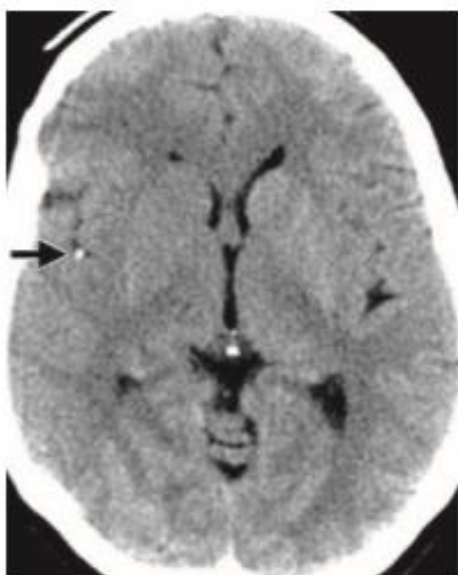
Tomografía no contrastada de cráneo en donde se muestra el signo del punto hiperdenso en la arteria cerebral media derecha. Tomado de RadioGraphics 2008; 28:1673-1687
